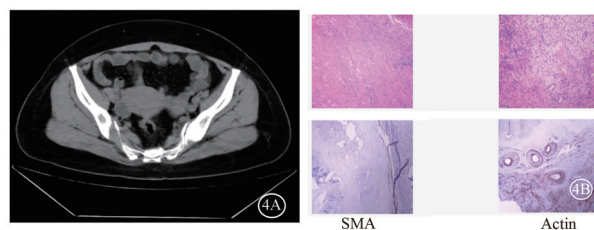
The CT image and pathological images of case 3 of ovarian sclerosing stromal tumor
